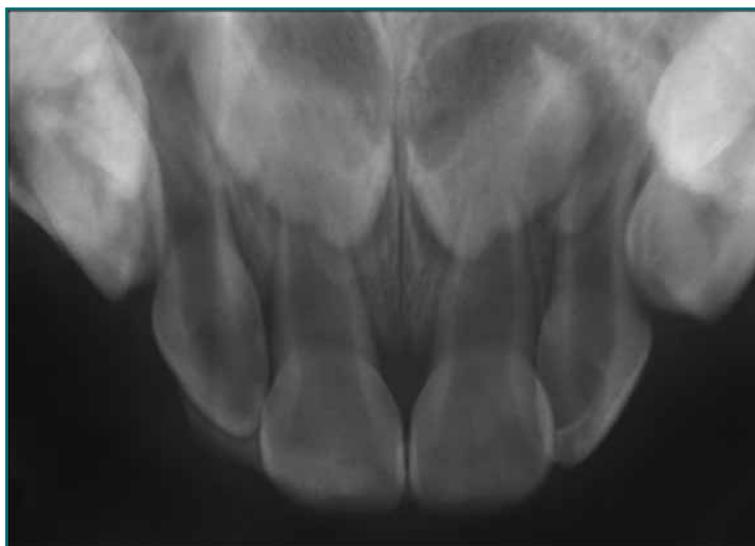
Immediate reduction which shows that the dislocated tooth has been located in the socket radiography.
